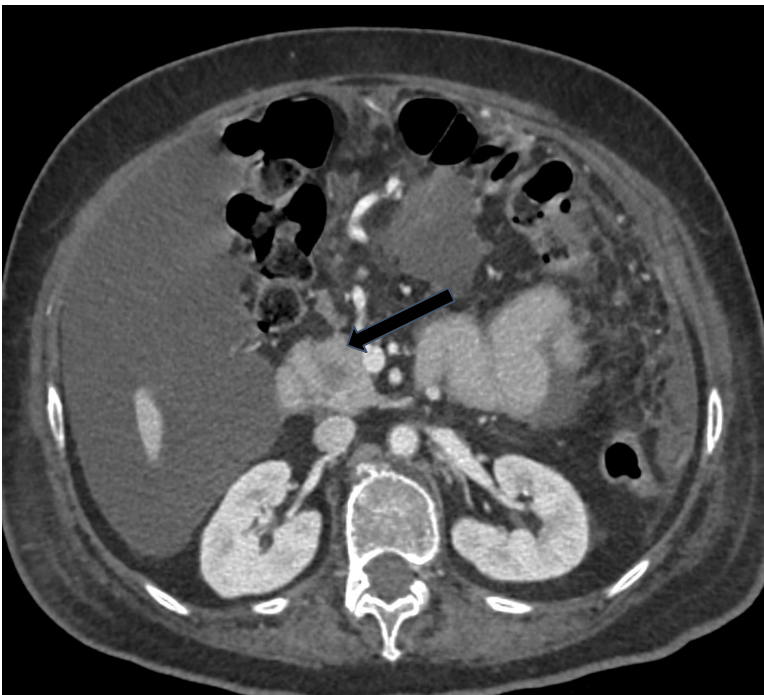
TC con contraste iv en fase portal:
